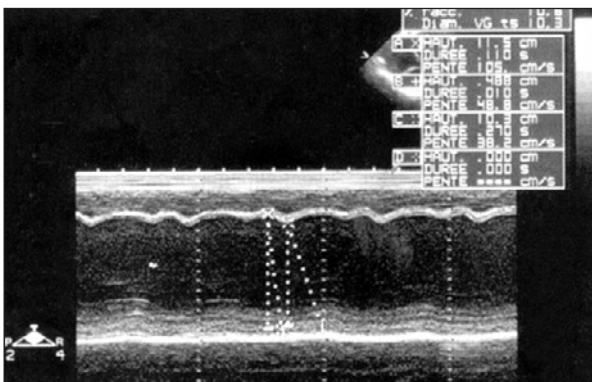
Ecocardiografia com medidas modo M do ventrículo esquerdo em diástole e sístole.
